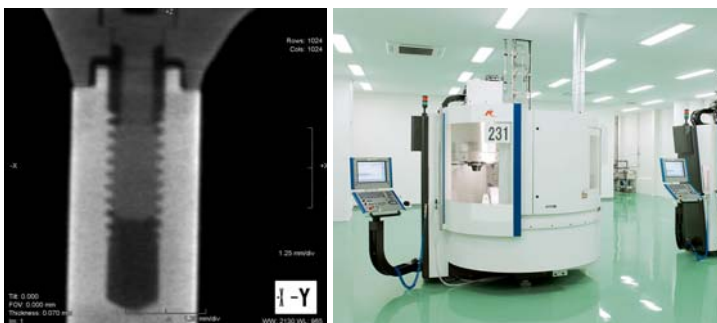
μ -CT-Aufnahme eines Titanstegs (NobelProcera Implant Bridge Titanium, Nobel Biocare, Schweiz) auf Implantaten. Für einen langfristigen Erfolg und eine Vermeidung von wiederholten mechanischen Komplikationen ist eine möglichst präzise Passung unabdingbar. Nur bei achsgerechter Positionierung der Fixierungsschraube können die klinisch erforderlichen Vorspannungen in der Schraube erreicht werden. – Abb. 2: Eine industrielle Herstellung der prothetischen Komponenten garantiert eine gleichbleibende maximale Werkstoffqualität und reproduzierbare Präzision (hier: Nobel Biocare, Tokio). Speziell auf das Material abgestimmte Werkzeuge und Fräsprozesse garantieren eine optimale Verarbeitung.
